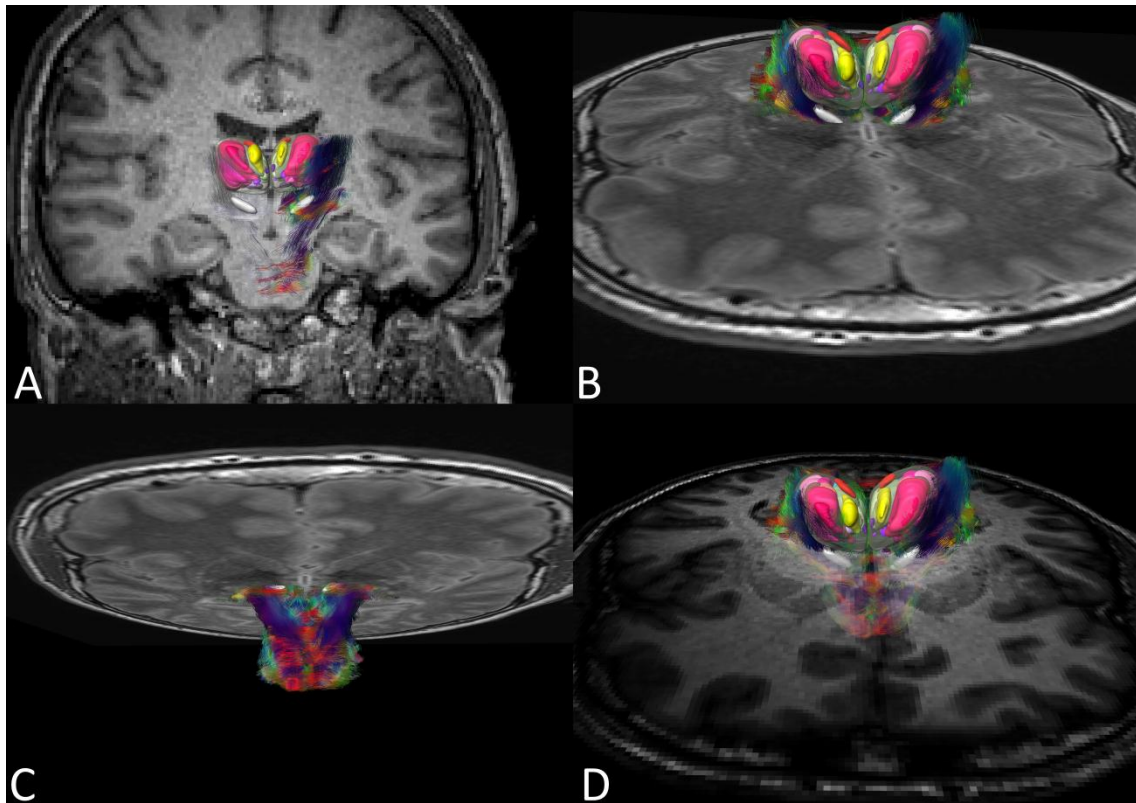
Fusion der 3D Darstellung der zytoarchitektonischen thalamischen Felder, Traktographie und kernspintomographischen Aufnahmen. (A) Frontalansicht; (B) Horizontalansicht von superior; (C) Horizontalansicht von inferior; (D) Horizontalansicht von superior mit transparentem MRT-Bild.
